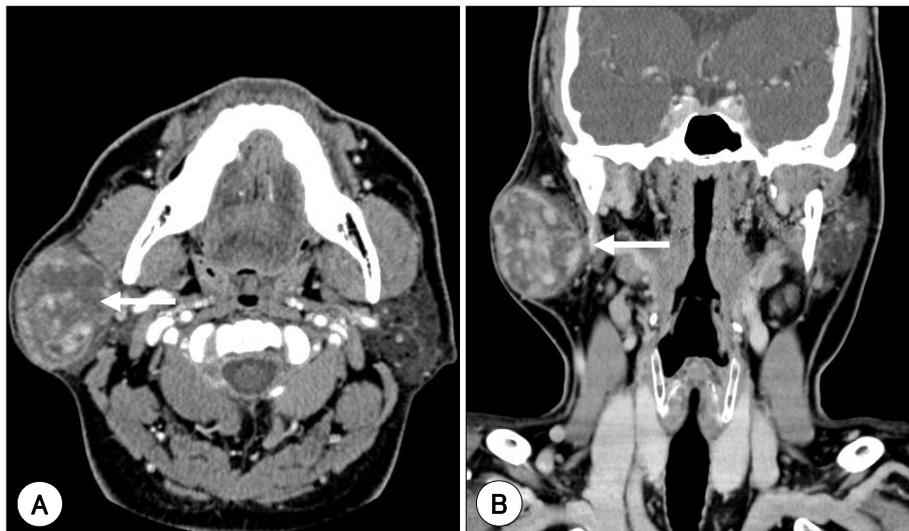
Neck CT with contrast enhancement. A : Axial view shows slight enhancement and low density at central region(white arrow). B : Coronal view shows same as above(white arrow).
